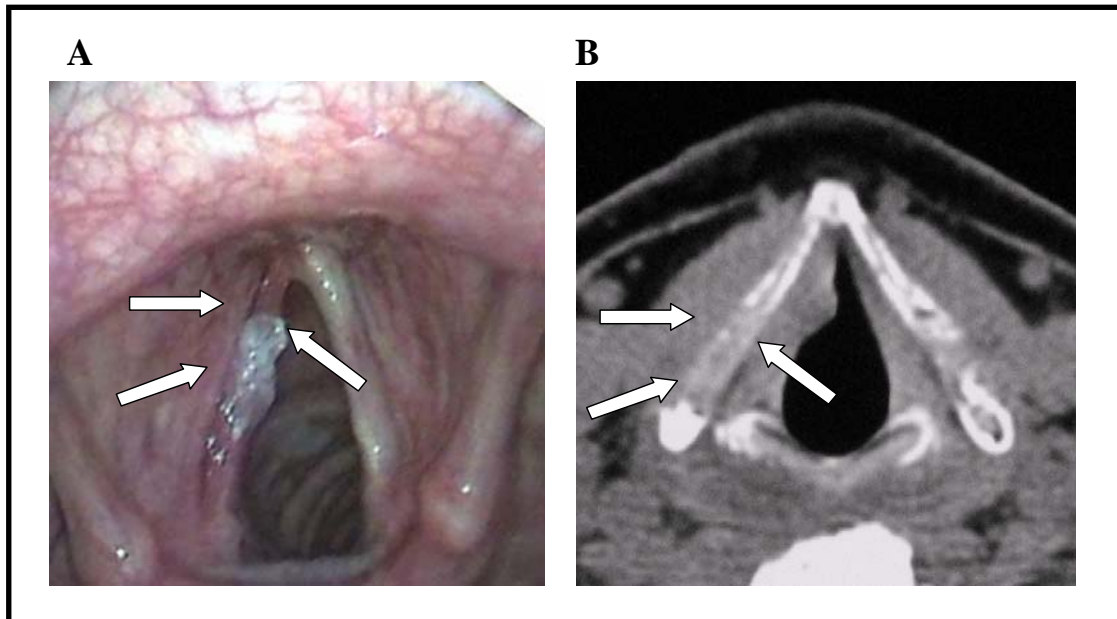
Examen clínico y radiológico de un tumor de laringe. A) Imagen del tumor obtenida por endoscopia. B) Imagen del tumor obtenida por tomografía computerizada. Imágenes cedidas por el departamento de otorrinolaringología y radiología del “Hospital de la Santa Creu i Sant Pau”.
